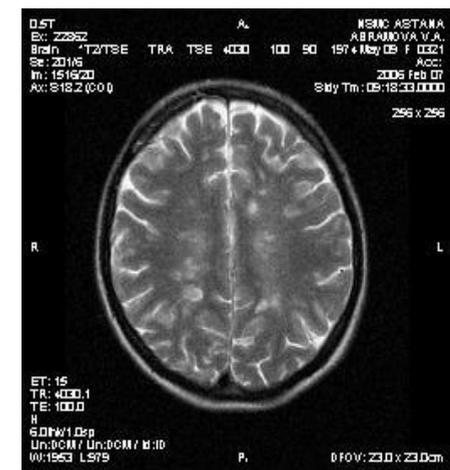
МРТ картина пациентки А. (через 10 месяцев после ТФН)
